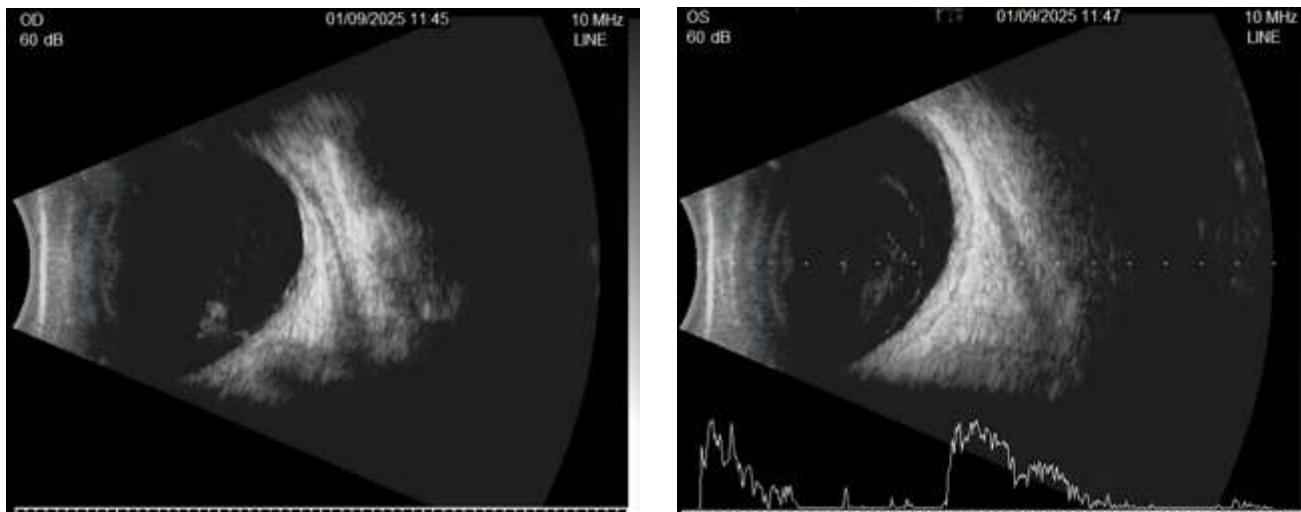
Ecografía ocular modo B (OD-0)
